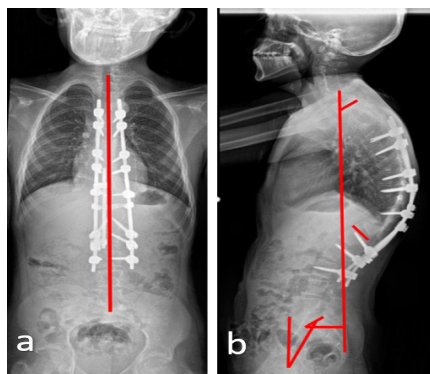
Postoperative plain radiographs. Anterior posterior (a) and lateral (b) radiographs
